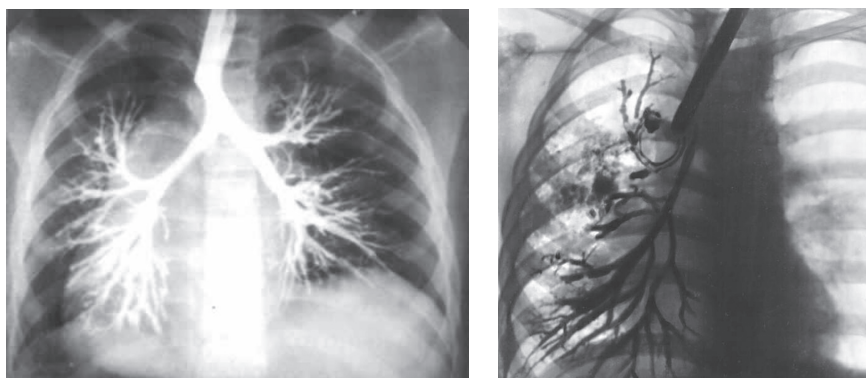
Рентгенограмма при бронхоэктатической болезни
